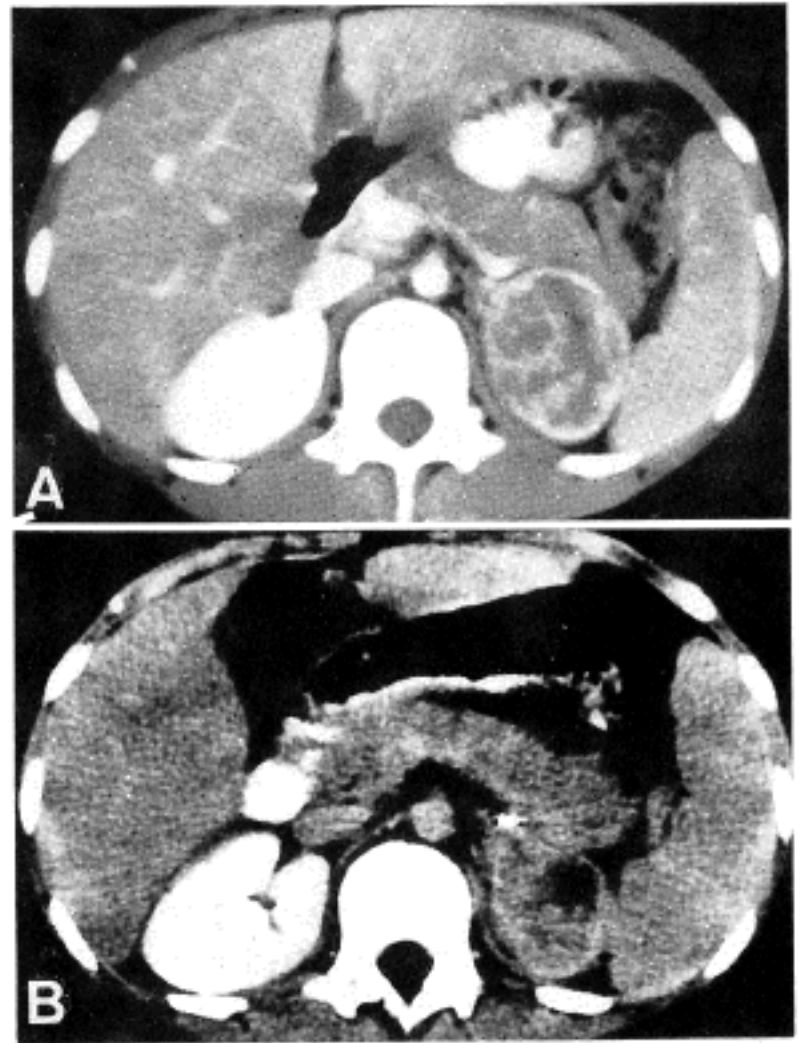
A. Initial abdominal computerized tomography shows a relatively well circumscribed adrenal mass with heterogeneous low density (arrow). B. Recurrent mass 6 months after is shown in the same location with similar size and shape but more ill defined margin (arrow) suggestive of adhesion or invasion to adjacent structure.
